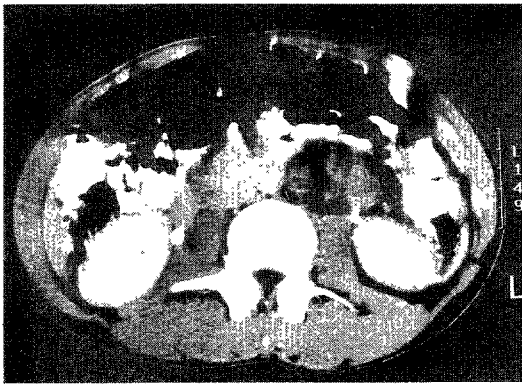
Abdomen CT image shows 5×6×6cm sized round mixed density mass in left paraaortic area.
